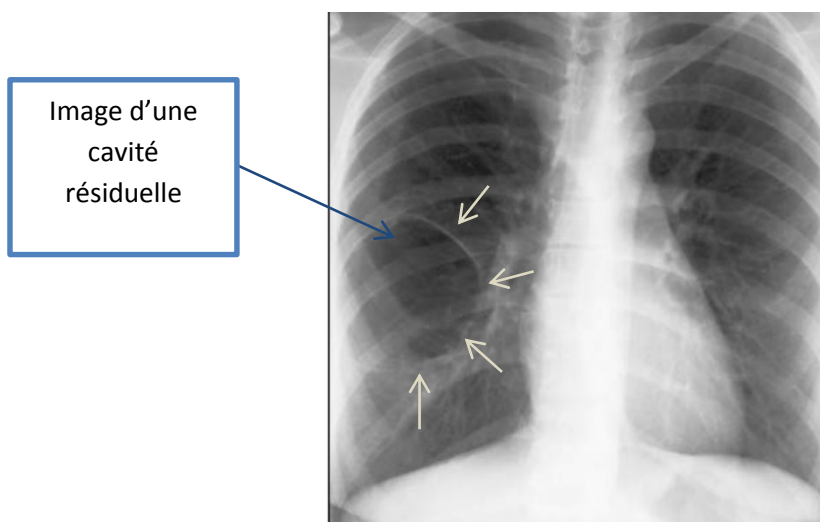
Radiographie thoracique face montrant une cavité résiduelle d'un KH scissural [108].
